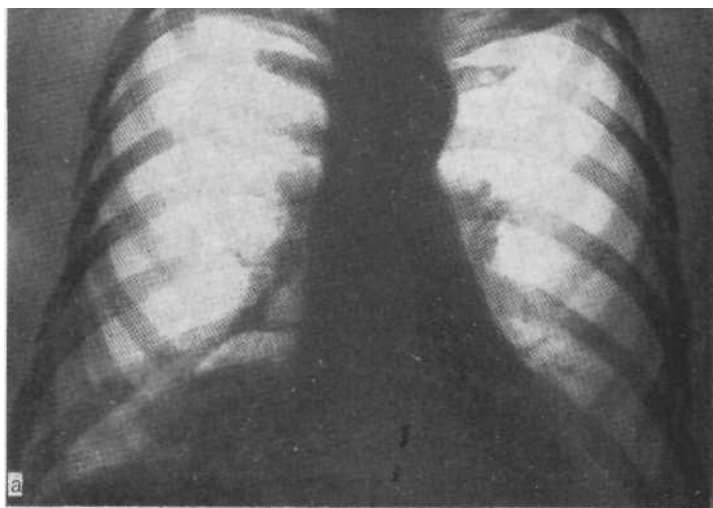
Обзорная рентгенограмма (а) и рентгенограмма с контрастированным пищеводом (б). Эпифренальный дивертикул, проецирующийся в область сердечно-диафрагмального синуса.
